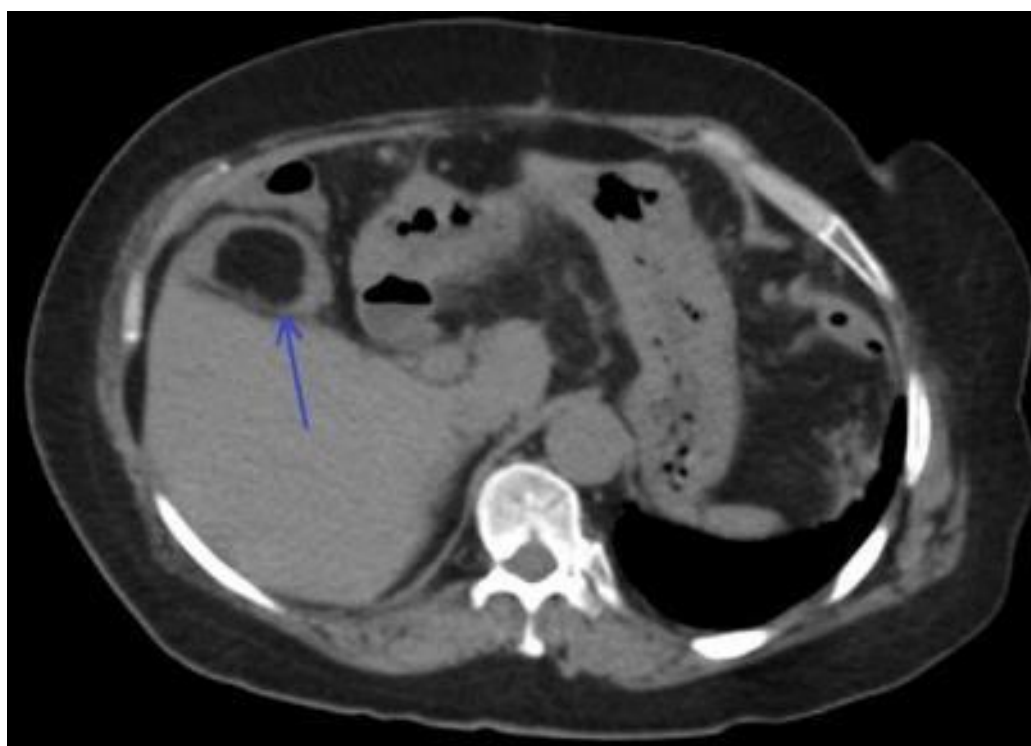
Аксиальный КТ скан органов брюшной полости: в просвете печеночного изгиба толстой кишки определяется липома (стрелка), категория C1
